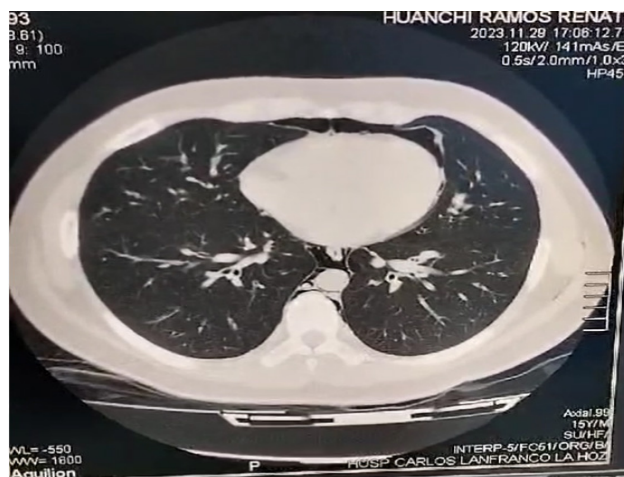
TAC (corte transversal). Neumomediastino.
